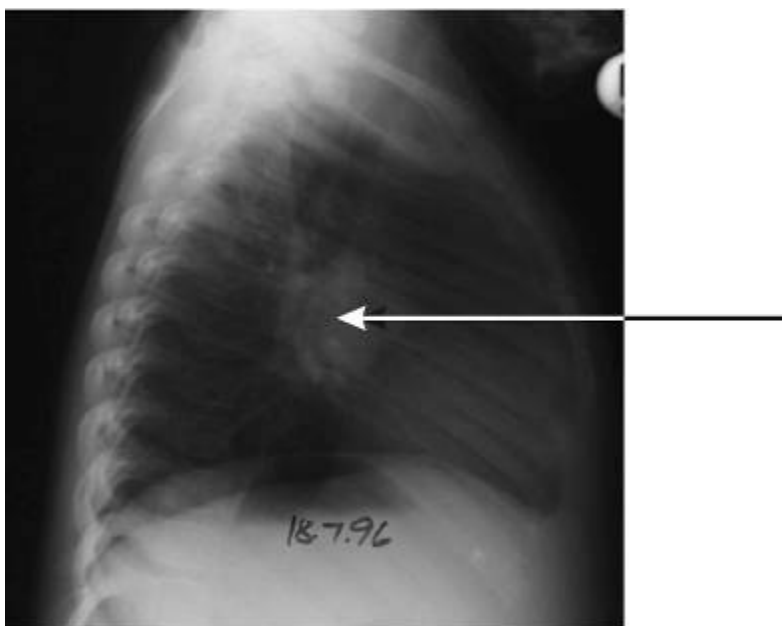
На боковом рентгеновском снимке грудной клетки видно массивное увеличение прикорневых лимфоузлов. Стрелка указывает на прикорневые лимфоузлы.
